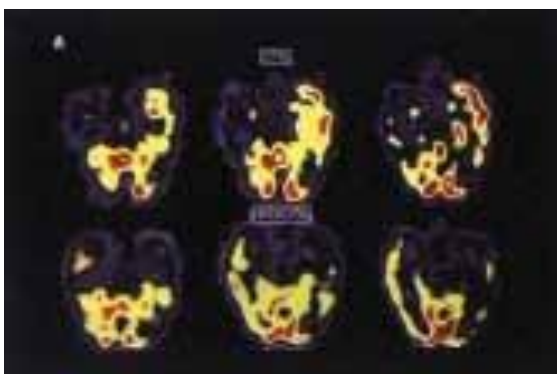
SPECT Cerebral (corte transaxial) mostrando decréscimo relativo na perfusão cerebral envolvendo região temporal direita e córtex frontal adjacente. Perfusão assimétrica com distribuição semelhante é encontrada em pacientes portadores de Síndrome de Landau Kleffner.
